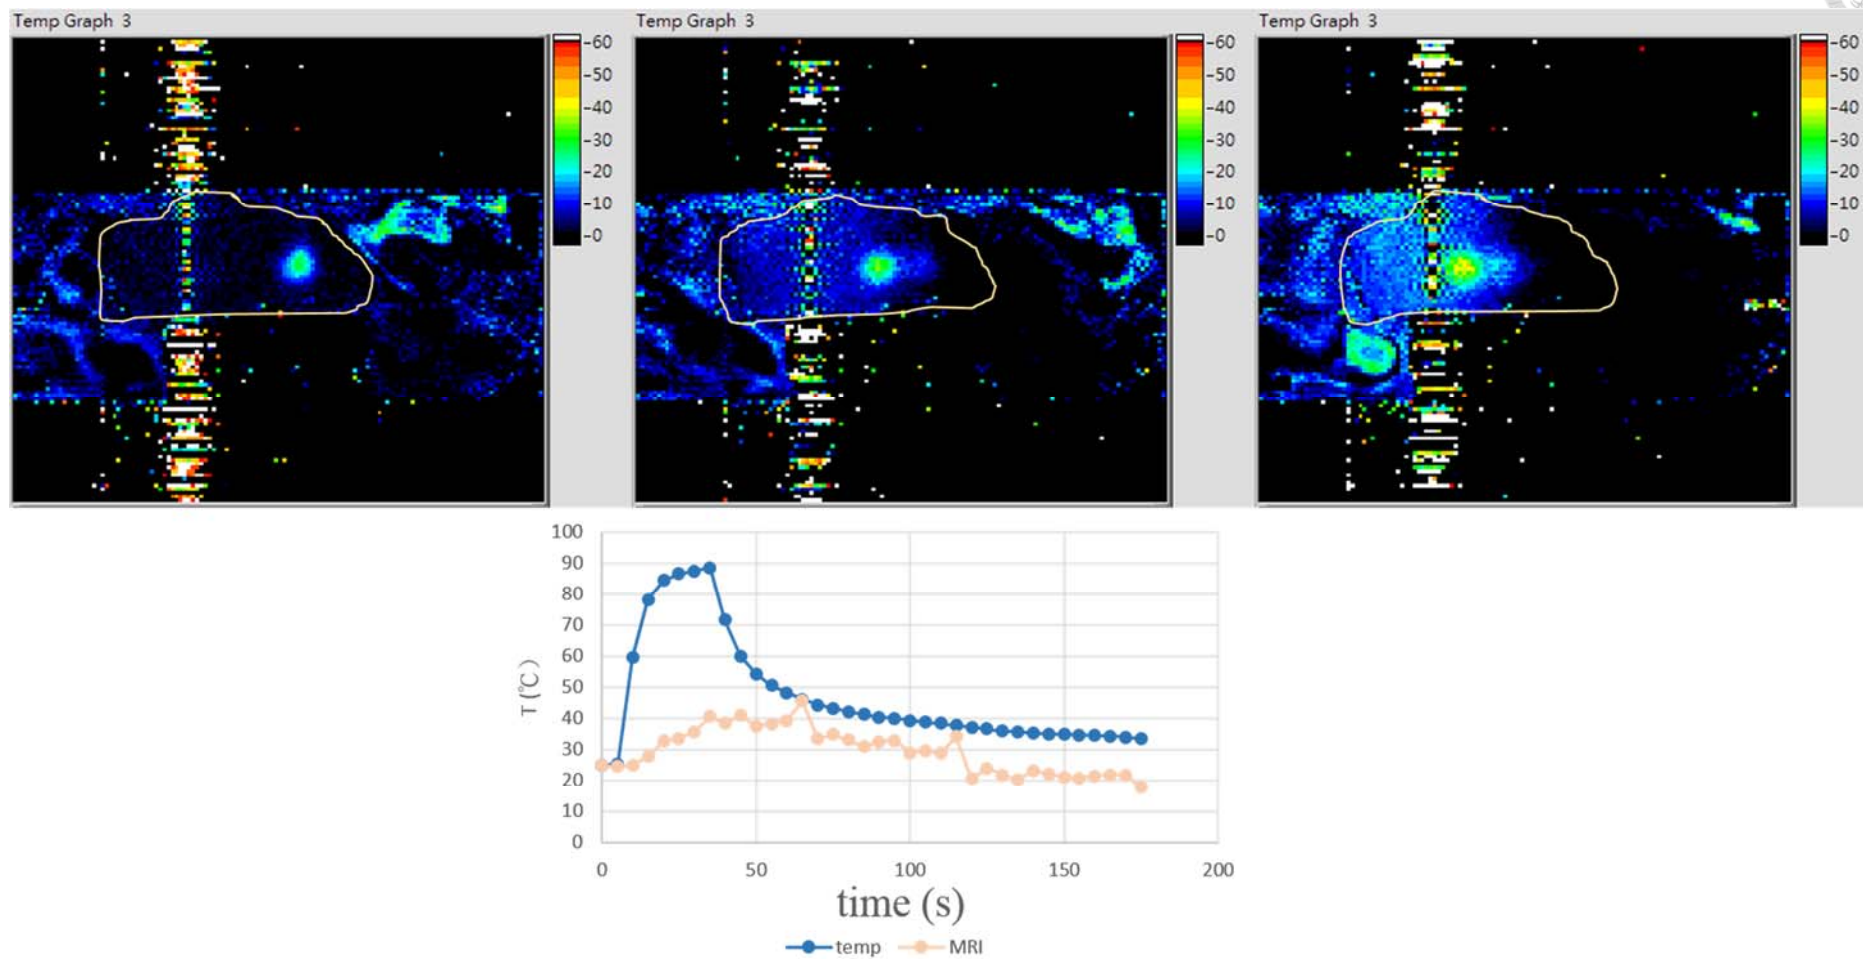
MRI 測溫法與實際溫度誤差測試第五組結果
